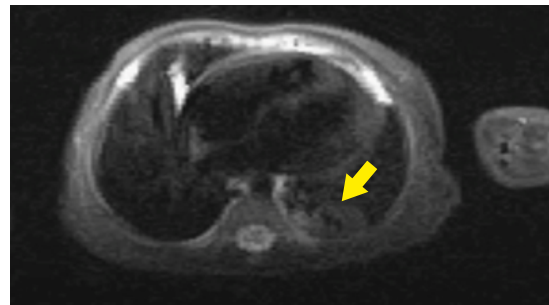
Tomografía axial computarizada (TAC) de tórax. Masa pulmonar residual (flecha)
